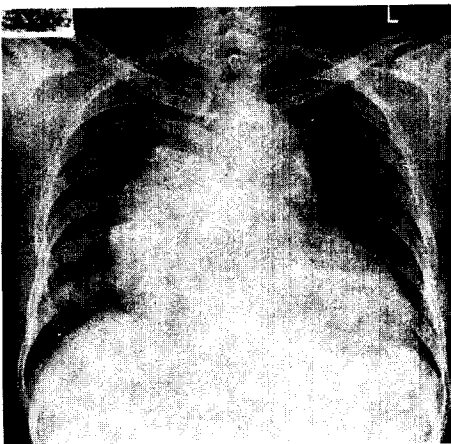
증례 1, 술전 단순 흉부 X선 소견
